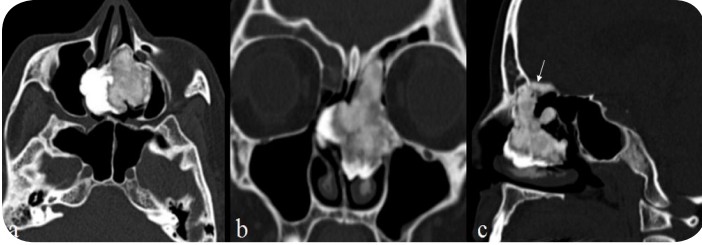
a-c. A 42 year old female patient, in axial, coronal and sagittal CT scans, mixt type osteoma that originates from the left part of the ethmoid bone, extending to the left frontal sinus and minimal left anterior cranial fossa, displacing the nasal septum to the right and reaching the right nasal cavity, obliterating the left ethmoidal celluloid and left nasal cavity and narrowing to large extent in the right nasal cavity.
